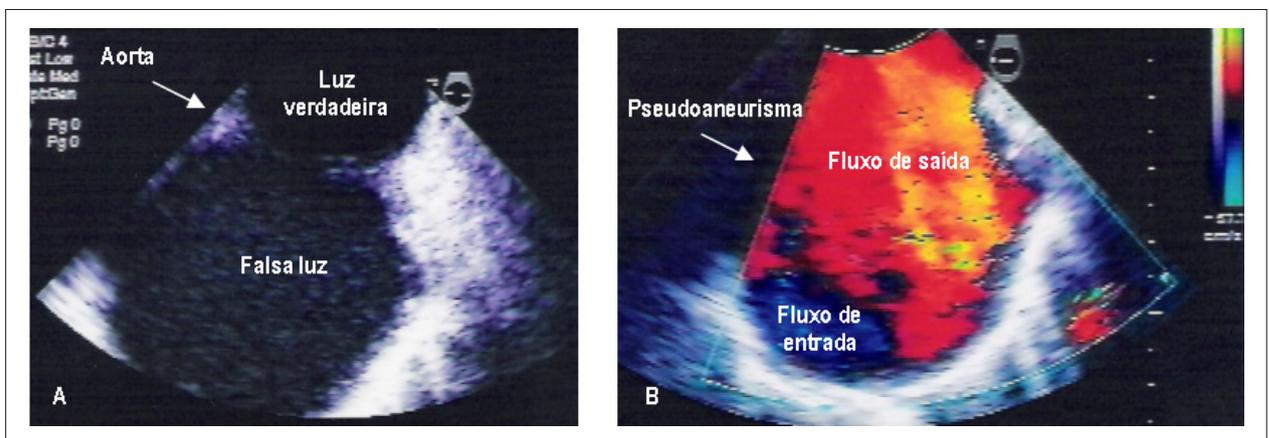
Ecocardiograma transesofágico; A - Aorta torácica descendente demonstrando a verdadeira e falsa luz; B - Doppler evidenciando fluxo de entrada e saída no pseudoaneurisma.
